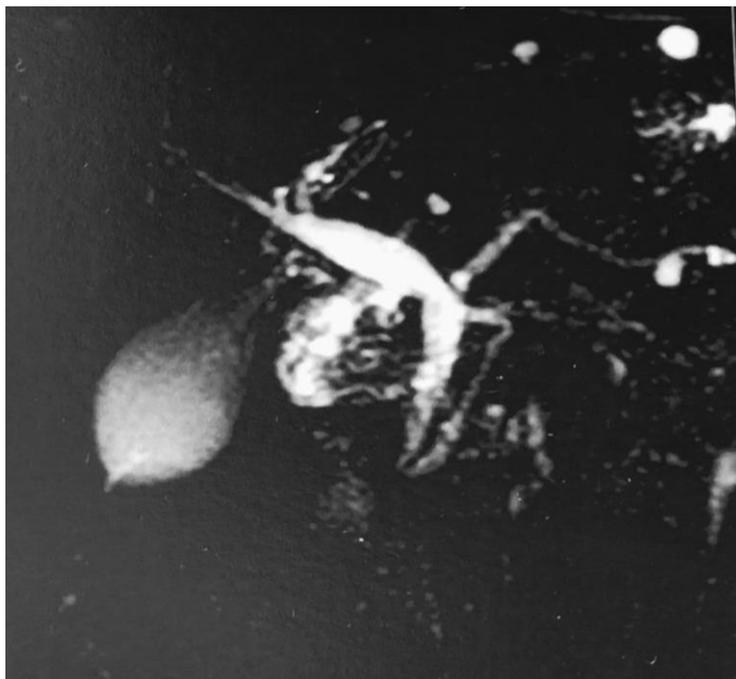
image de l'IRM pancréatique montrant qlq lésion kystique de la tête et la queue du pancréas
